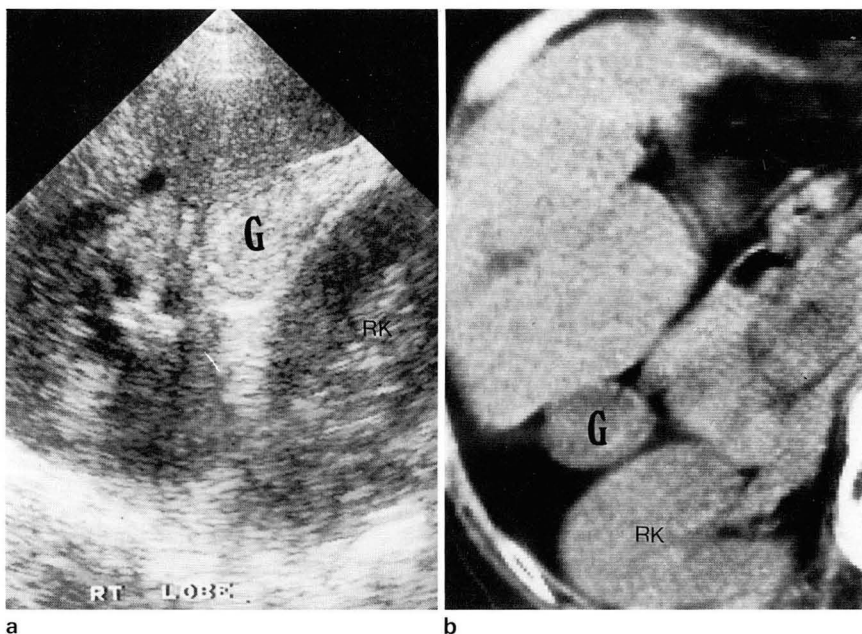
Retrodisplaced gallbladder with atrophy of right lobe of the liver. Longitudinal US(a) and CT(b) scan show gallbladder(G) is located between right lobe of liver and right kidney.
